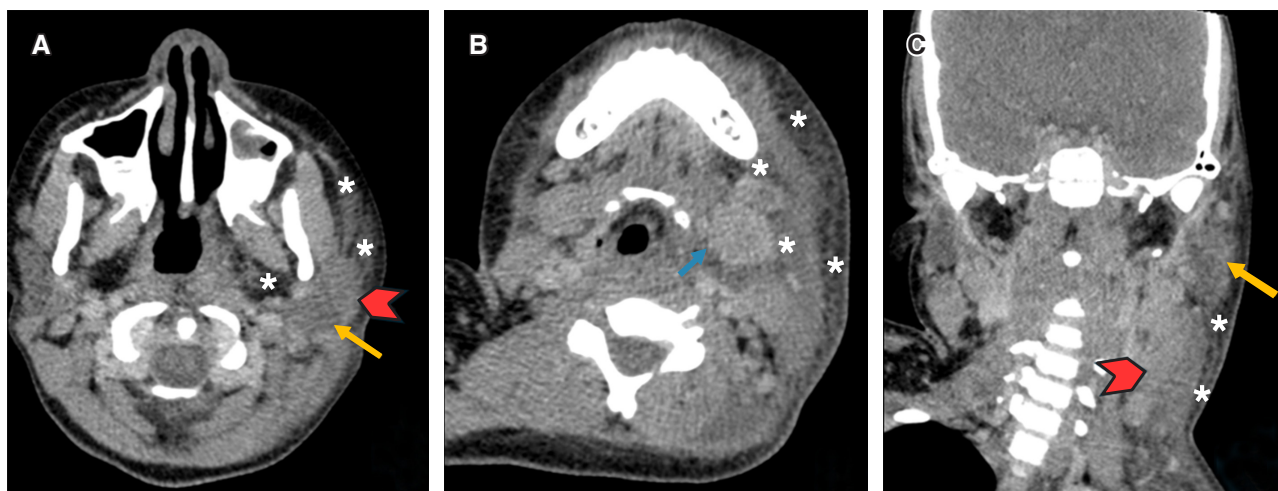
Imágenes de tomografía axial de cuello contrastada en fase venosa. A y B) Corte axial. C) Reconstrucción en corte coronal; se observa aumento del volumen de la glándula parótida (flechas amarillas) y de la glándula submandibular izquierdas (flecha azul), asociado a edema de los tejidos blandos del espacio submandibular, parotídeo y parafaríngeo izquierdos, del tejido graso y piel subyacente (asteriscos), así como del músculo esternocleidomastoideo ipsilateral (punta de flecha roja). Datos en relación con parotiditis y sialoadenitis submandibular izquierdas con edema de tejidos blandos superficiales y profundos de hemicuello izquierdo.
